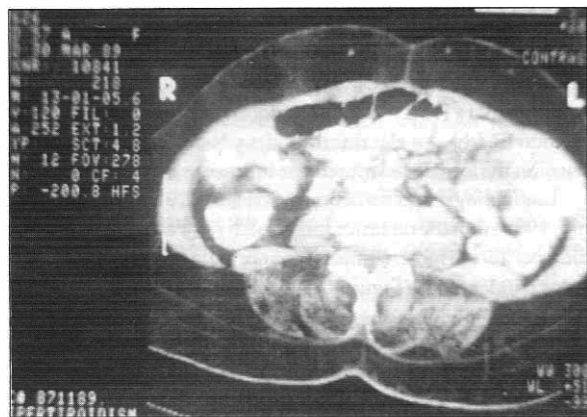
TAC de abdomen. Los músculos paravertebrales presentan una densidad similar a la que corresponde a la grasa.
